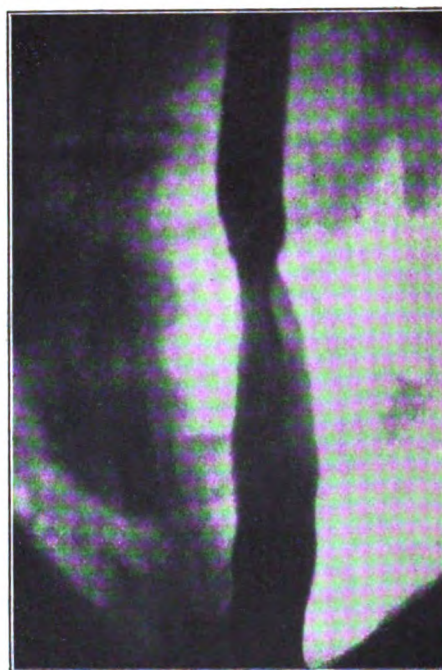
Radiographie de l'œsophage 55 jours après la fin du traitement. La masse rétro-œsophagienne a disparu. Le conduit a recouvré sa rectitude et son élasticité normales.
